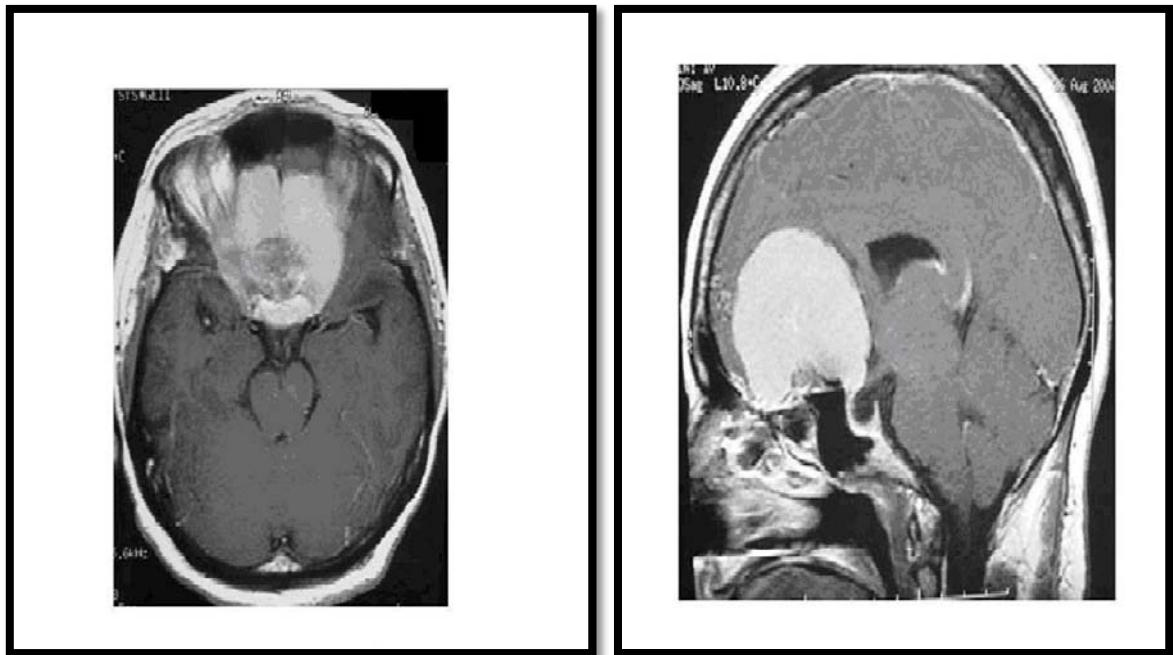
IRM cérébrale en coupe axiale et sagittale pondérée en T1 après injection du gadolinium montrant un méningiome olfactif
